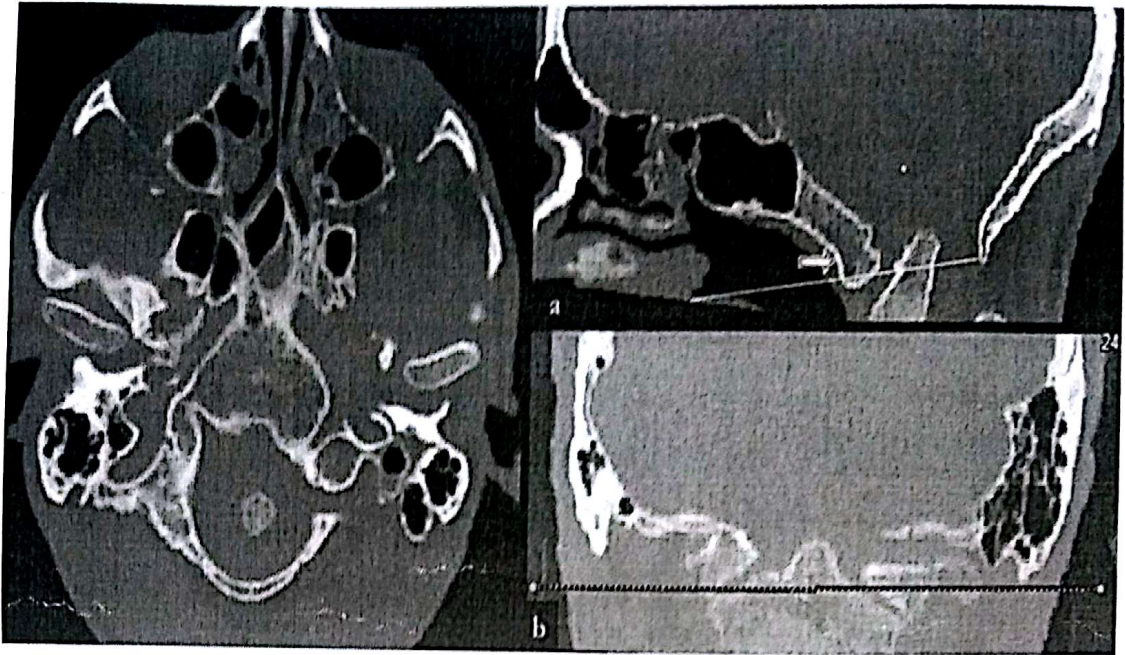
TDM de la charnière crânio-cervicale
